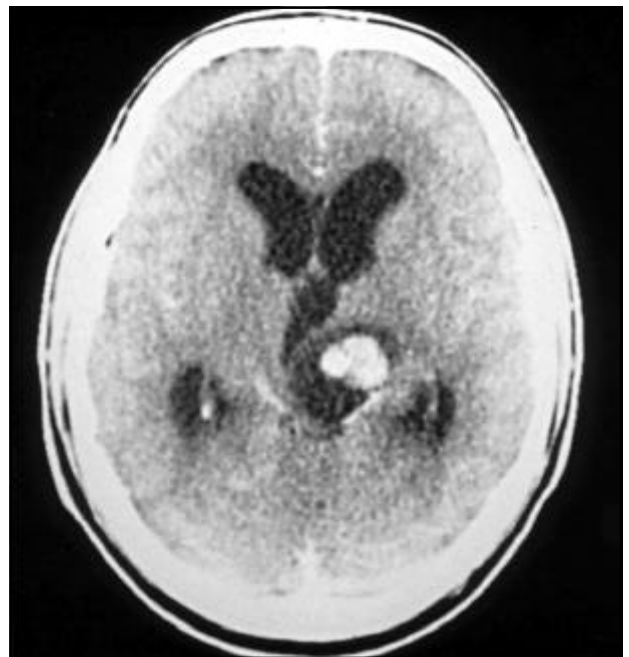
Tomografia pré-operatória com contraste mostrando realce do nódulo intramural ao uso de contraste.
